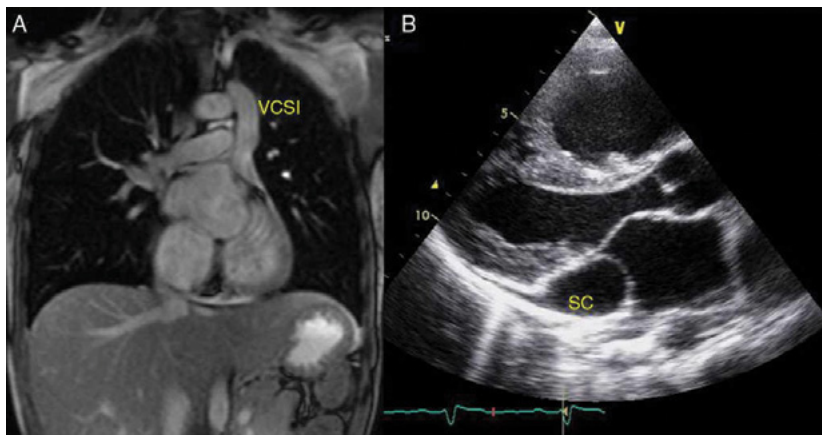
RMN/ eco 2D corte paraesternal largo, dilatación del seno coronario. Vena cava superior izquierda persistente.
